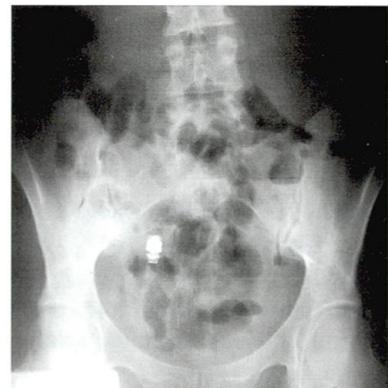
Обзорный рентгенологический снимок брюшной полости на 4-е сутки от начала видеокапсульного исследования
